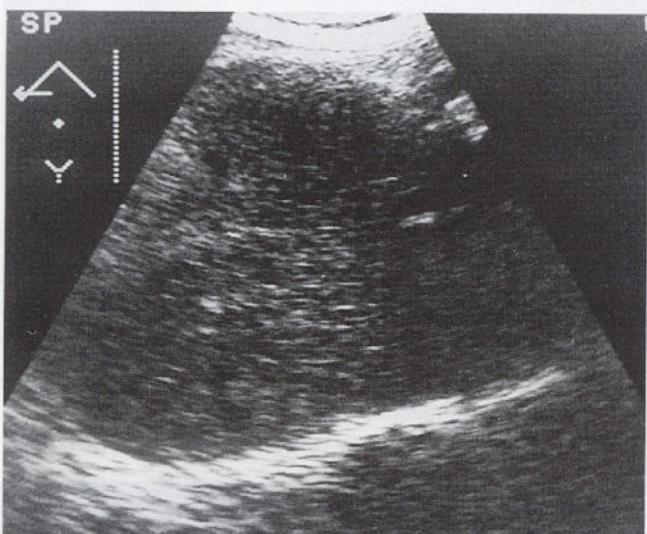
Ultrasonogram 3 months after the combination therapy shows disappearance of the mass.
